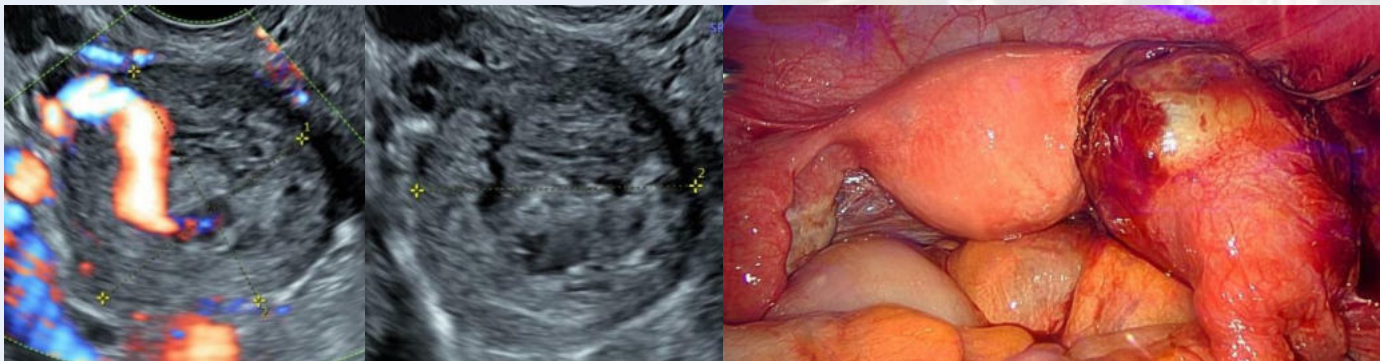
Imagen ecográfica de la masa descrita en escala de grises y con Doppler color
